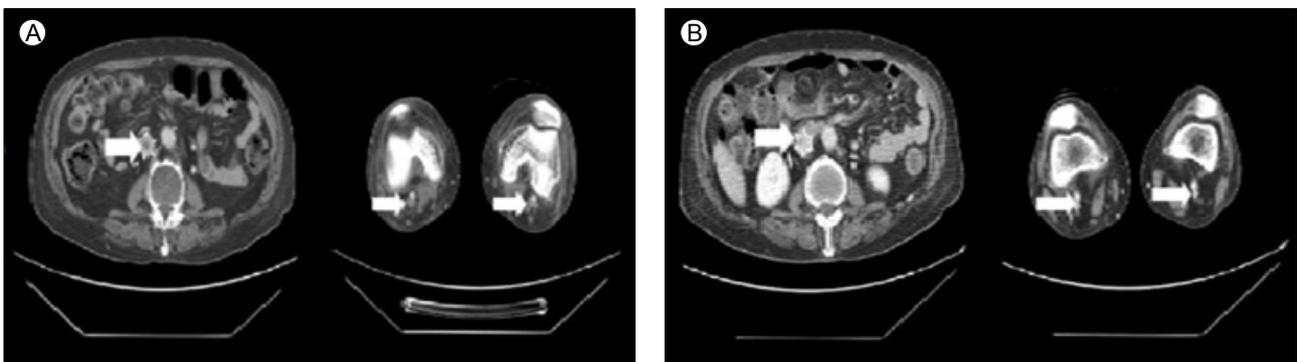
Massive thrombosis pattern at pre- and post-management on computed tomography (CT) venography. (A) Abdominal CT venography before thrombectomy revealed a massive recurrent thrombosis from the inferior vena cava filter to the popliteal vein (white arrows). (B) After mechanical thrombectomy and anti-coagulation therapy, near-complete clearance of the thrombosis was achieved (white arrows).
